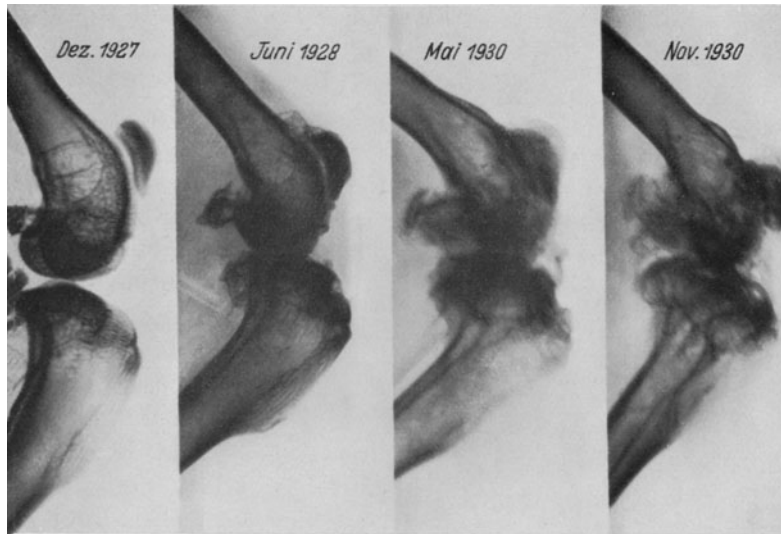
Fortlaufende Röntgenkontrolle der deformierenden Prozesse im injizierten Gelenk eines Versuchstieres, das über 3 Jahre bis zum spontanen Tod beobachtet worden ist. Letzte Gelenkinjektion etwa  $2\frac{3}{4}$  Jahre vor dem Tode (Verh. dtsh. path. Ges. 1931, 217, Abb. 1. Jena: Gustav Fischer).
